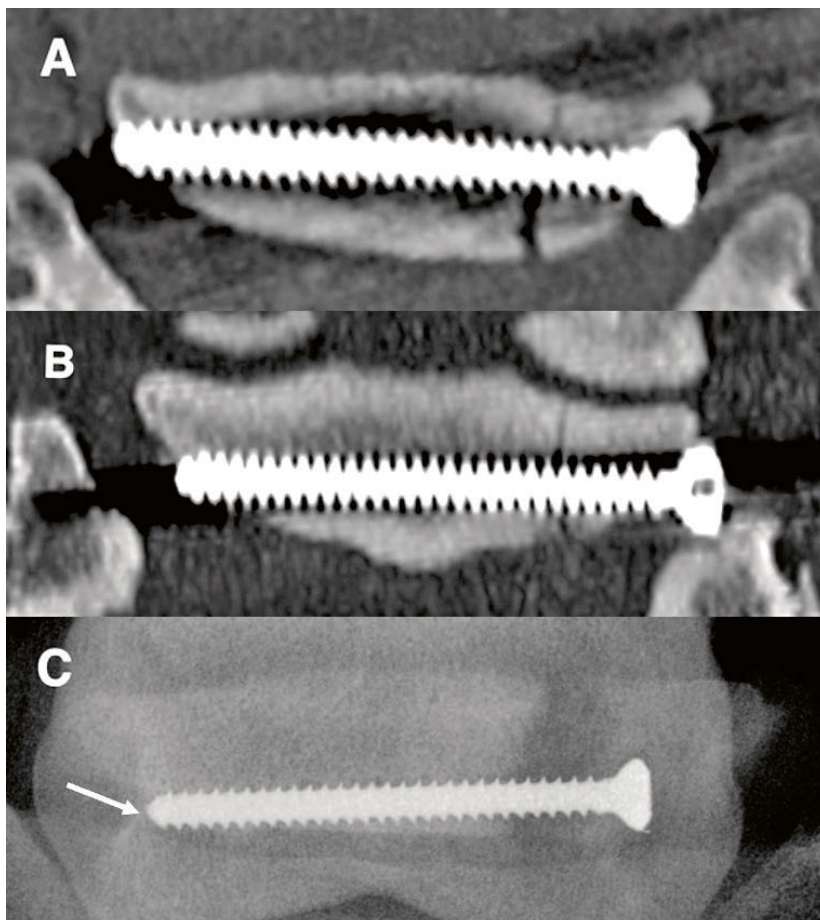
Beispiele von Schraubenposition im Strahlbein. A = Dorsaler CT-Schnitt; die Schraube ist genau in der Mitte des Knochens und hat somit eine optimale Position (P=1); B = Dorsaler CT-Schnitt; die Schraube ist suboptimal, d.h. sie ist nicht genau in der Mitte des Knochens und zeigt eine leichtgradige medioproximal-laterodistale Richtung (P=2); C = Oxspring Röntgenaufnahme; die Schraube ist schlecht positioniert, ist zu weit distal im Knochen und die Schraubenspitze durchdringt den distalen Cortex des Strahlbeines (Pfeil) (P=3).
